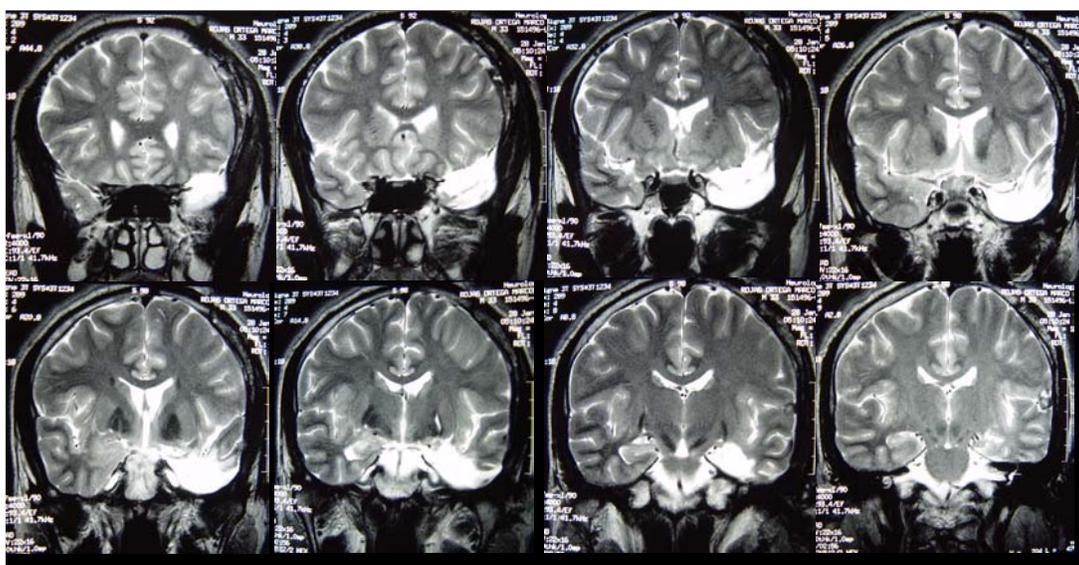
Resonancia Magnética post-quirúrgica de MR-I. En estos cortes coronales se puede observar la extensión de la ablación del lóbulo temporal.
